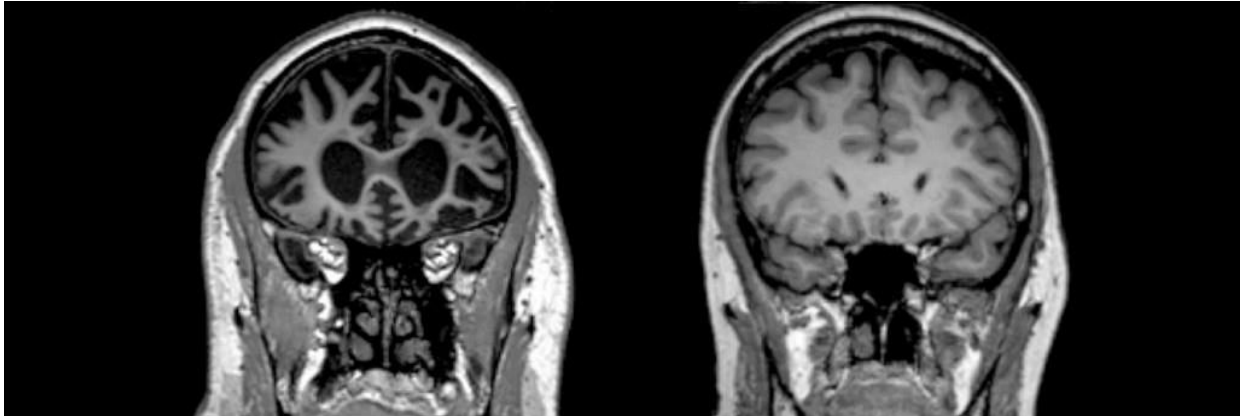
IRM d'une personne atteinte de DFT et IRM d'un sujet sain [320].
